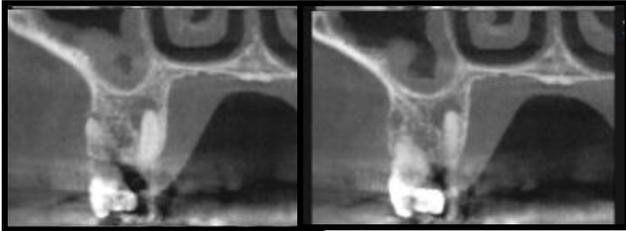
Tomografia computadorizada cone beam em corte sagital (tipo periapical) apresentando o dente 16. Pode-se observar restauração de amálgama de prata de extensão significativa, e ausência de visualização da luz dos canais.
